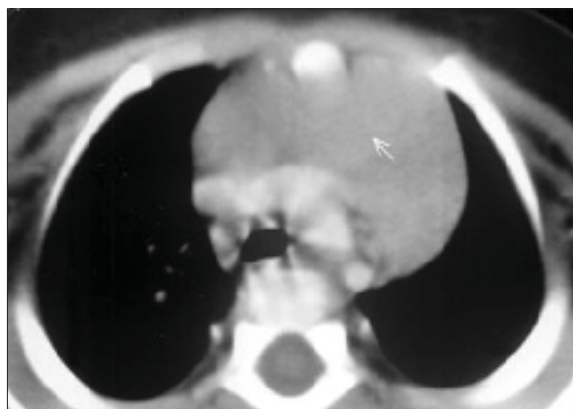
Hiperplazie timică. Secțiuni CT postcontrast. Timus cu dimensiuni crescute, cu aspect pseudotumoral, structură omogenă.
